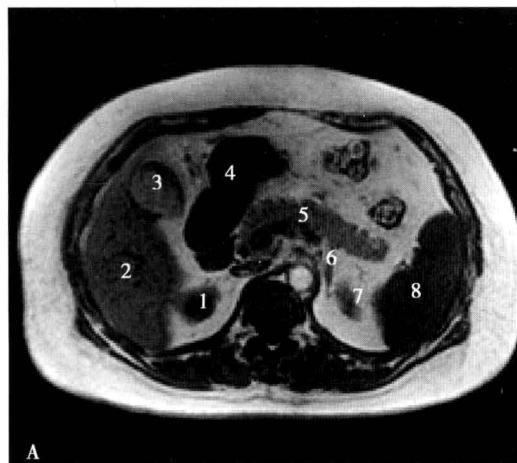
腹膜后胰体水平断面 MRI 图像
